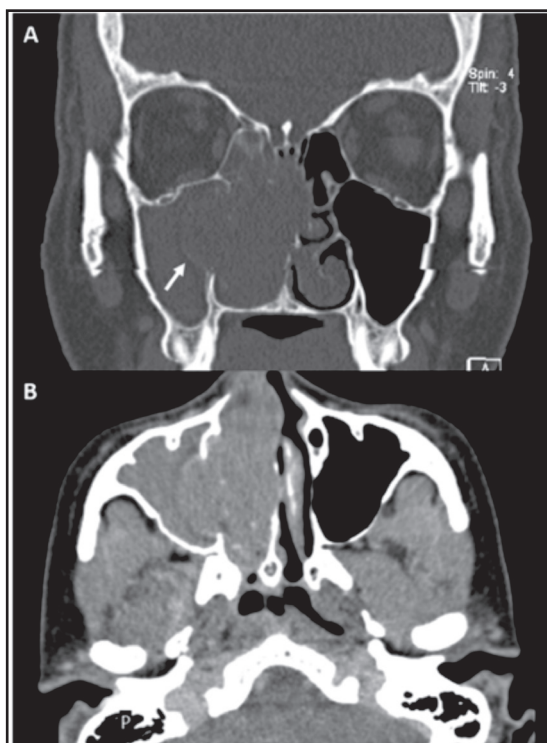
Tomografía computarizada de las cavidades paranasales, (A) corte coronal, y (B) axial. Se puede observar un aumento de volumen en la cavidad nasal derecha que desplaza la pared medial maxilar (flecha blanca) del lado derecho. No se aprecia invasión a la órbita ni a la base de cráneo.
